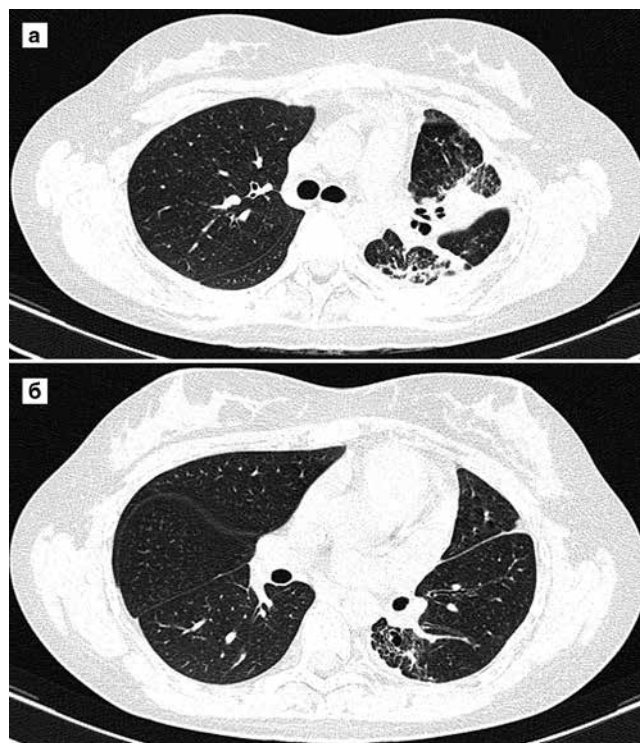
2б. КТ ОГК пациентки Ф., 17 лет, через 2 мес. лечения: рассасывание инфильтративных изменений в верхней доле и S₆ левого легкого. Сохраняются каверны малых размеров с фиброзными стенками, деформированные бронхи; верхняя доля левого легкого уменьшена в объеме; средостение смещено влево
